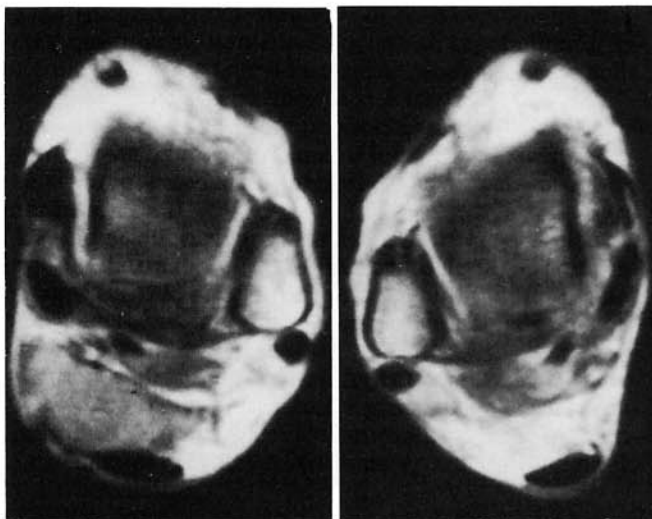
RM sezione assiale sequenza FAST (TR: 396 ms, TE: 17 ms) con angolo di 70°. A sinistra ben evidente, anteriormente al tendine di Achille, la massa muscolare sovranumeraria.
